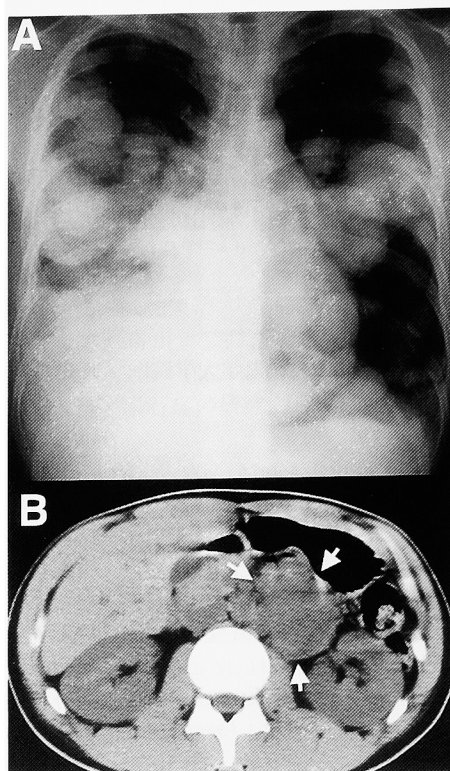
(A) Chest radiograph reveals multiple lung metastases on admission. (B) Computed tomography (CT) of the abdomen reveals para-aortic mass 5.5 cm in diameter on admission (arrow-head).
